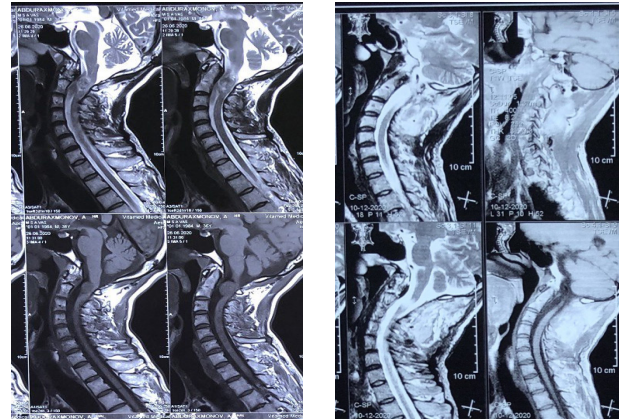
МРТ шейного отдела позвоночника, до- и через 2 дня после операции. Больной А, возраст-36 лет. Невринома на центральной поверхности спинного мозга, на уровне С1-С2, тотальное удаление образования, с применением усовершенствованного способа.
